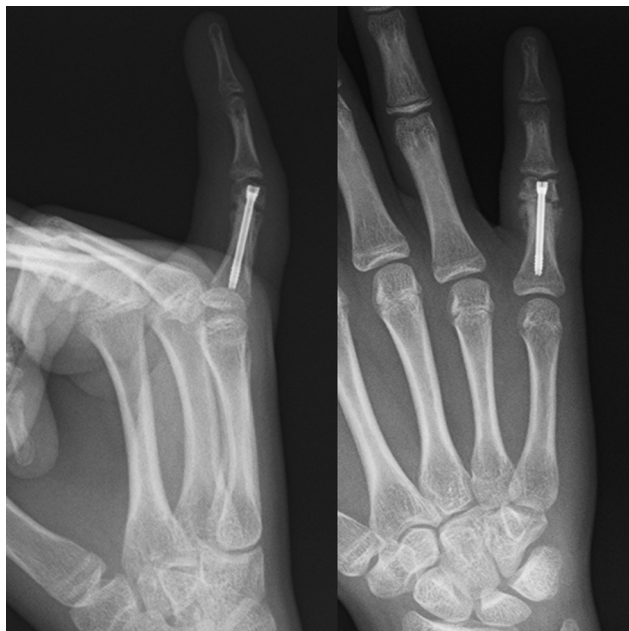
Radiografía postoperatoria tras la realización de osteotomía metafisaria extraarticular, corrigiendo las deformidades angular y rotacional, y fijación mediante un tornillo endomedular canulado retrógrado.
